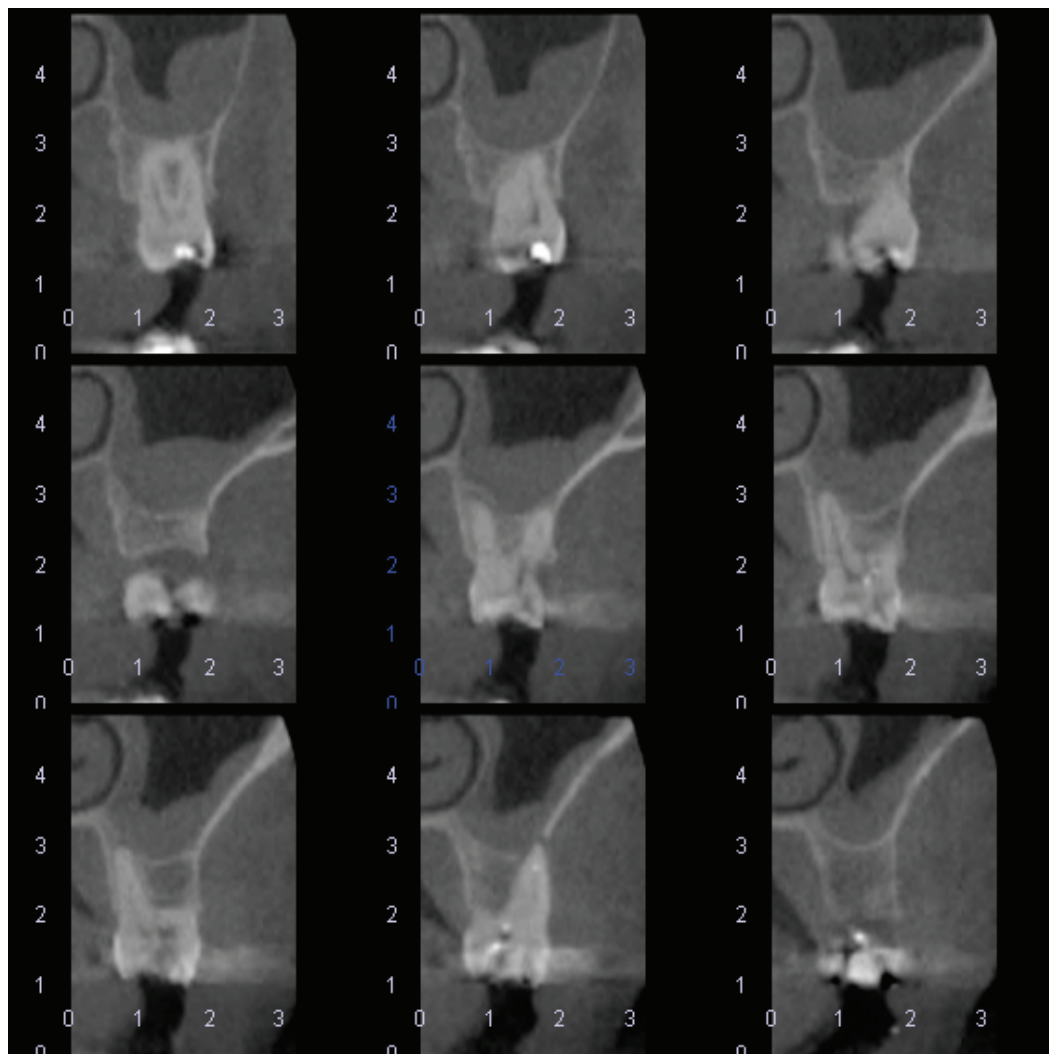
Tomografia Cone Beam mostrando a íntima relação das raízes de um primeiro molar superior, com envolvimento endodôntico, e o seio maxilar com um evidente espessamento da sua mucosa.
